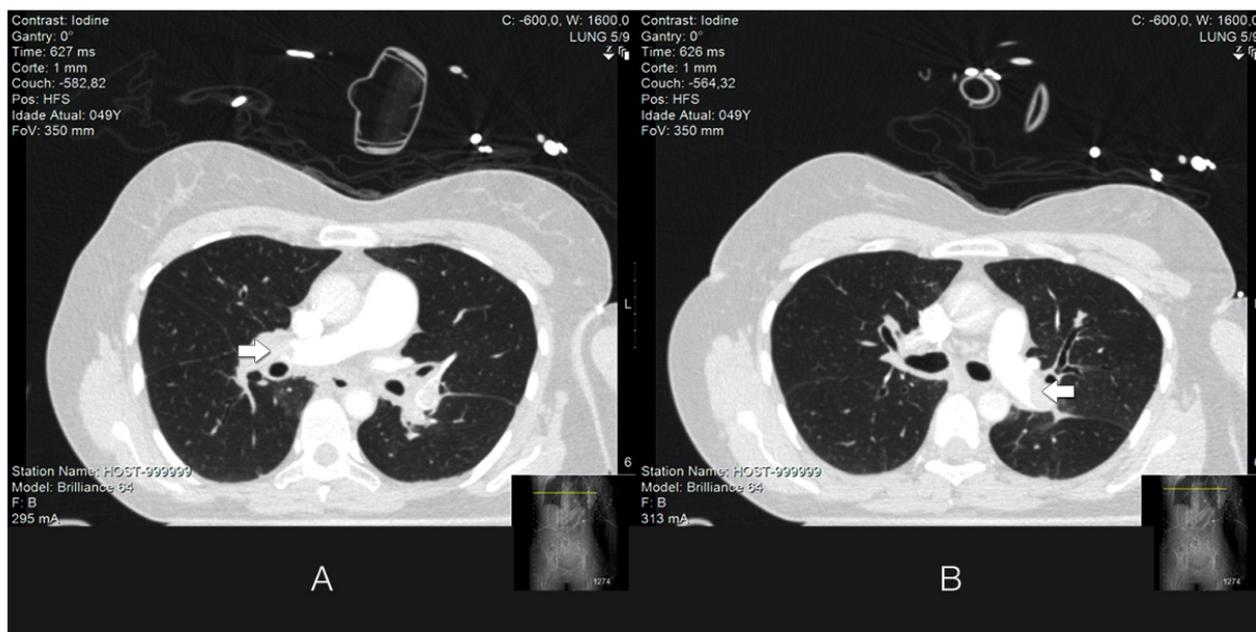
Angiografia pulmonar por tomografia computadorizada mostrando importantes trombos pulmonares centrais (setas) nas artérias pulmonares direita (A) e esquerda (B).
